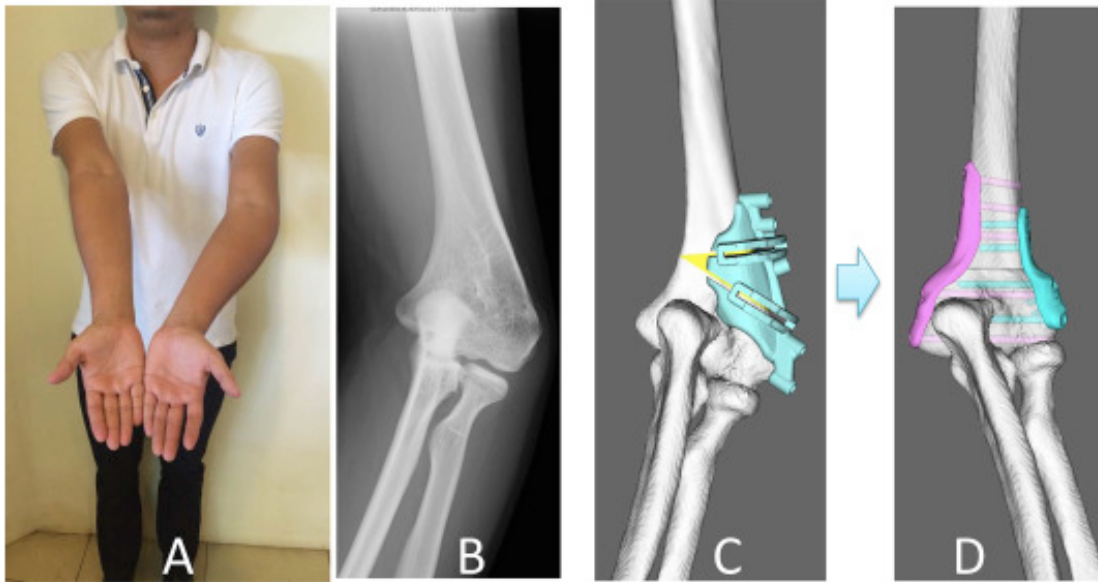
Deformidad en varo de cúbito izquierdo, planificación preoperatoria mediante técnicas 3D por tomografía axial computarizada así como osteotomía de corrección y fijación con placa medial y latera. Tomado de Morphology and kinematics studies of the upper extremity and its clinical application in deformity correction (p. xxx), por T. Murase, 2018, Journal of orthopaedic science: official journal of the Japanese Orthopaedic Association.
